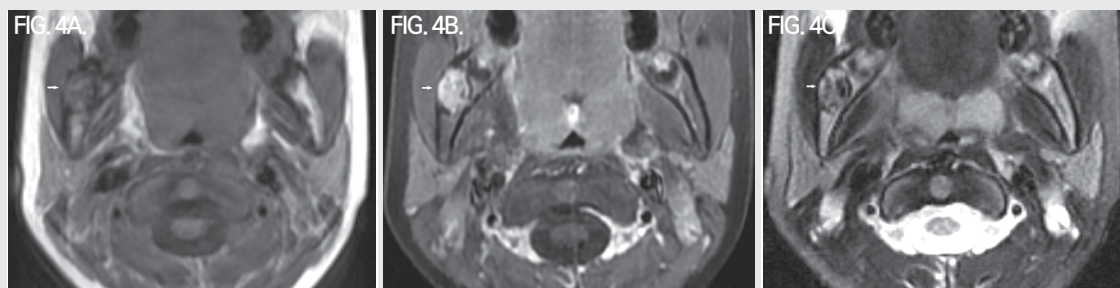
Axial MR images. A. T1-weighted image shows intermediate signal intensity lesion. B. Contrast-enhanced T1-weighted image shows heterogeneous enhancement. C. T2-weighted image demonstrates multiple hypointense foci within a hyperintense lesion.
